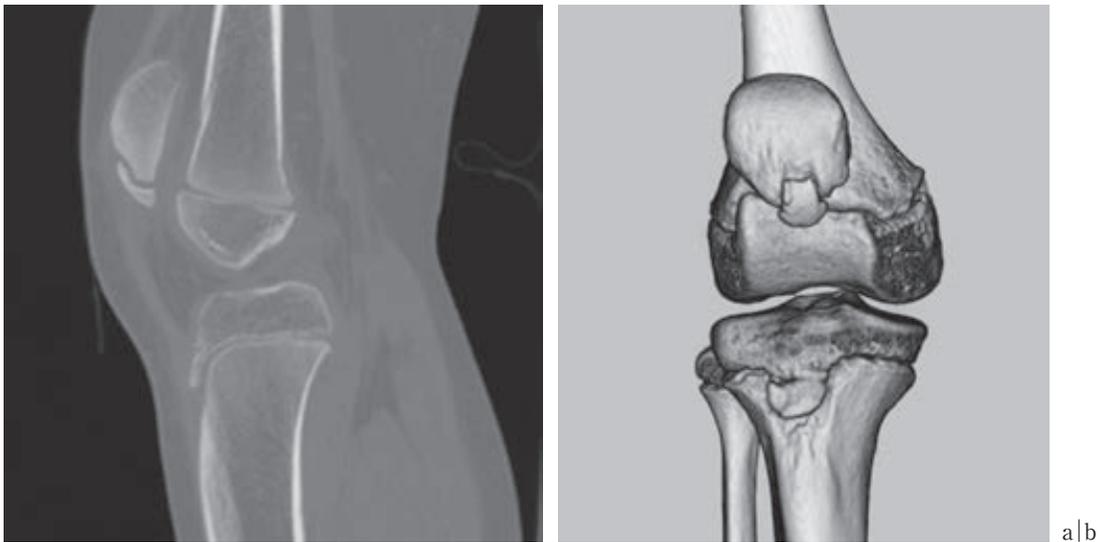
術前の単純 CT a: 矢状断像 b: 3D-CT
